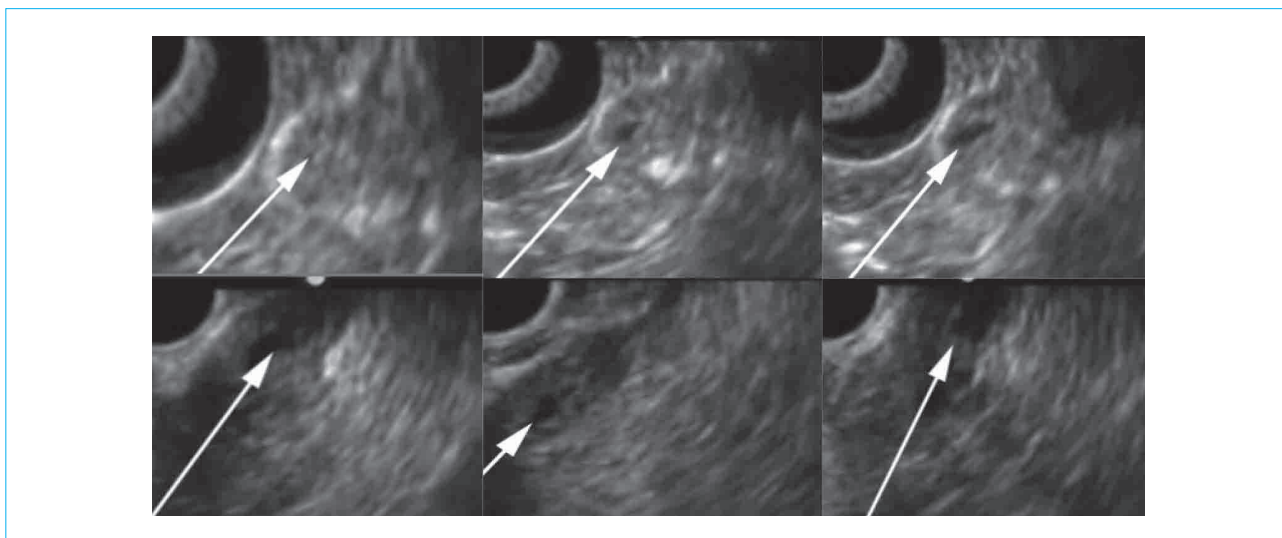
Assessment of the elasticity of the terminal portion of the common bile duct: on a series of endosonograms, the ampullary segment of the terminal portion of the common bile duct (indicated by arrows) is visualized with multiple changes in the diameter and shape of the lumen
